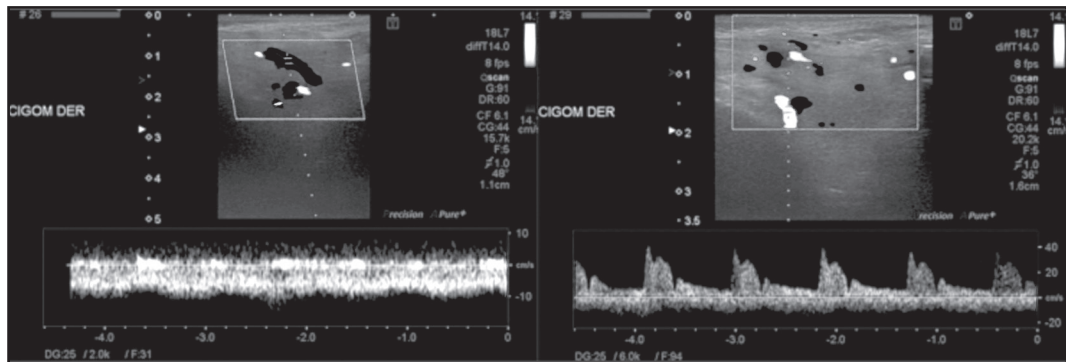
Ecotomografía doppler. Se observa una imagen heterogénea, de límites mal definidos, con algunas áreas hipocogénicas en su interior y múltiples trayectos vasculares, predominantemente venosos asociado a la presencia de algunos vasos arteriales.
